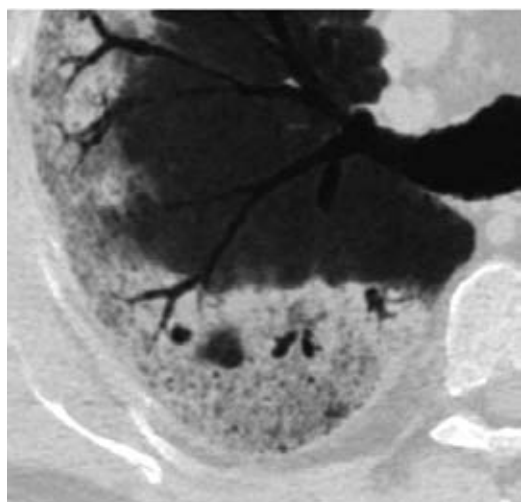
Imagem por TC em projecção de intensidade mínimas (Minip) de um doente com diagnóstico de fibrose pulmonar idiopática, com dilatações brônquicas até menos de 1 cm da pleura subcostal. Estes achados são compatíveis com bronquiectasias e bronquiectasias de tracção devido à fibrose perilesional
